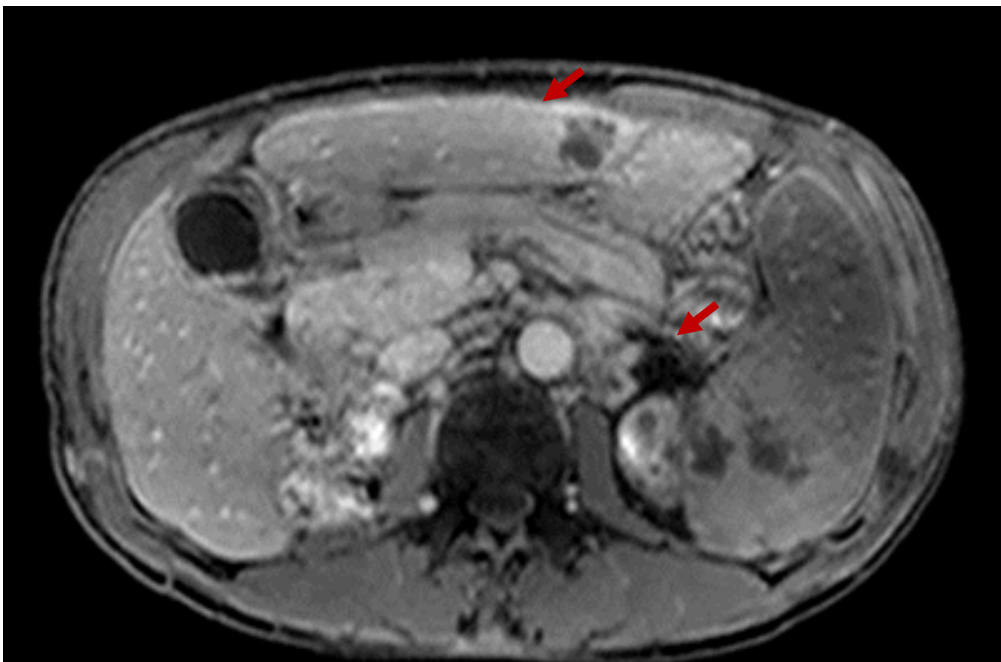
MRI upper abdomen post gadolinium 1st phase: Hepatosplenomegaly, hypodensity rim enhancing lesions at liver and spleen
